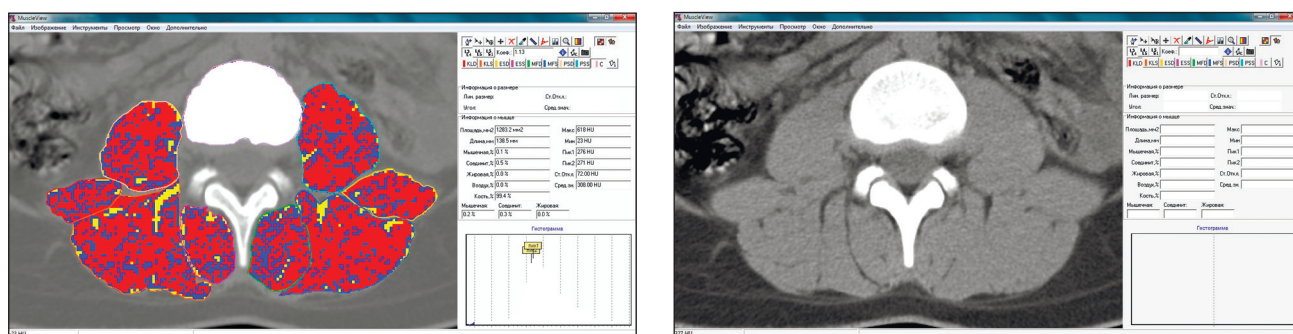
Приклад визначення типу тканин у виділених на аксіальних зрізах комп'ютерних томограмах хребта, ділянках м'язів; газ — чорний колір, жирова тканина — жовтий, сполучна — синій, м'язова — червоний, кісткова — білий
